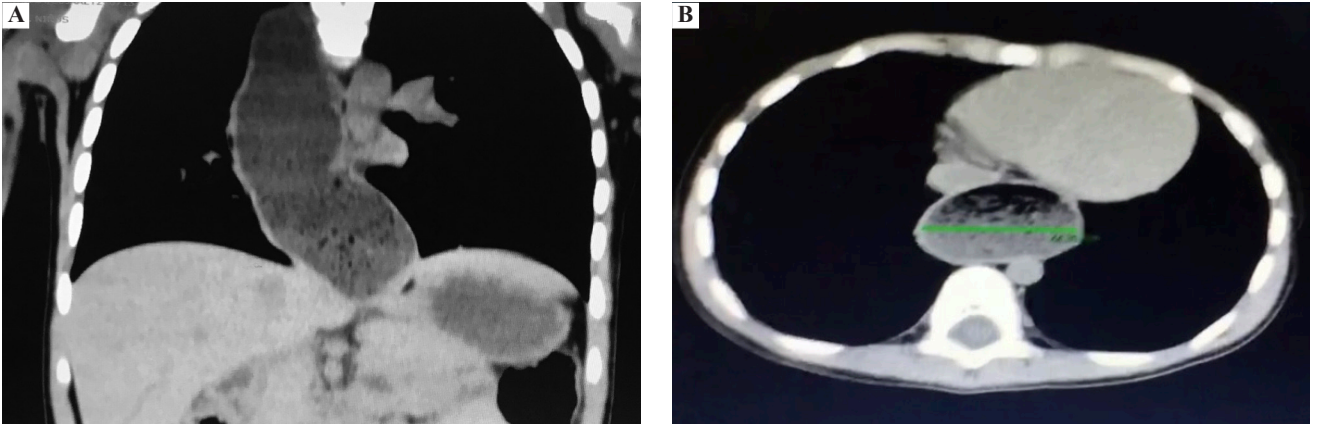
Tomografía de tórax. Esófago con dilatación importante de tercio medio y distal, con punta en pico.
